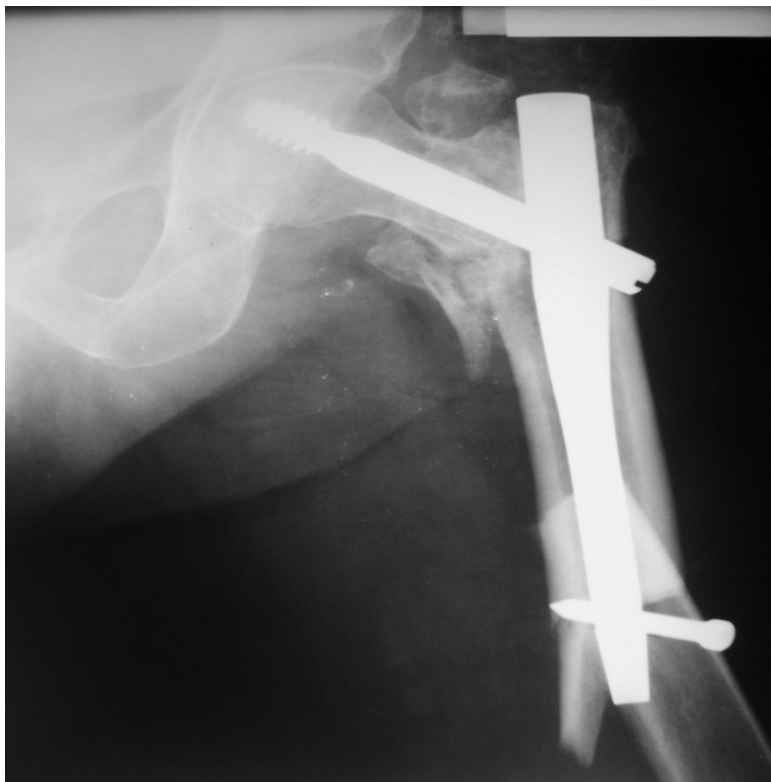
Radiographie de face de la hanche illustrant une fracture fémorale diaphysaire au niveau du point d'insertion de la vis distale (21).
